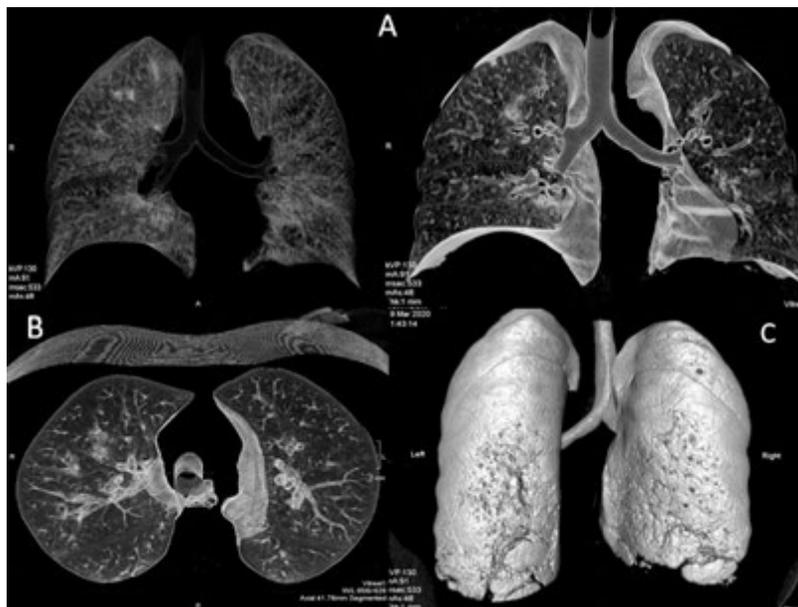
Компьютерная томограмма с 3D-реконструкцией легких. А – прямая проекция; В – поперечный срез; С – 3D-реконструкция. Остальные пояснения в тексте.
